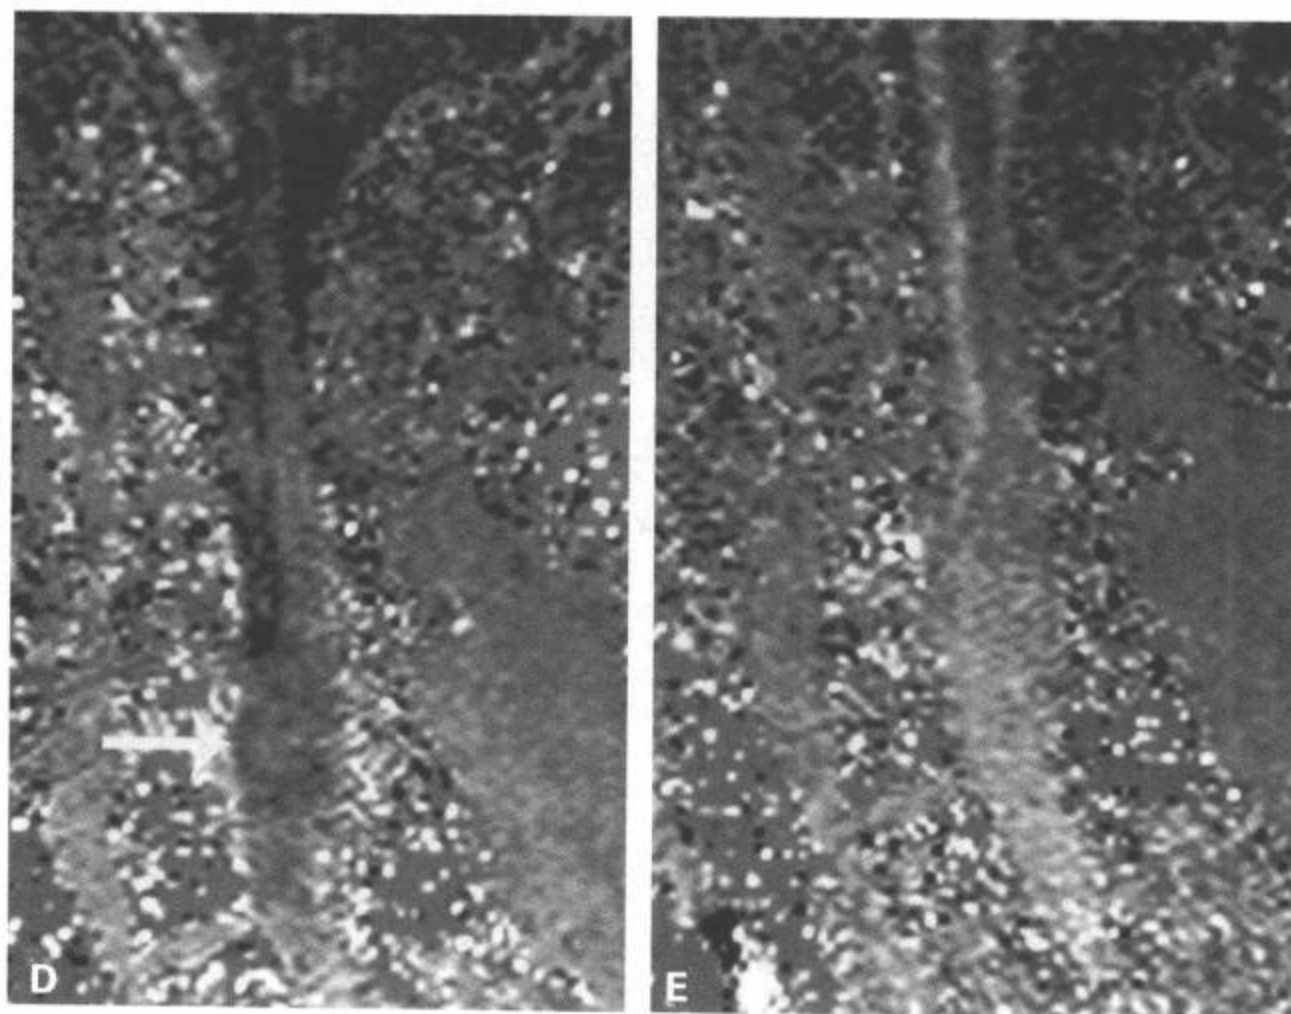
脊髓前部突出。这例遭受T4创伤性损伤的病人7年后出现进展性脊髓病。A: T4水平的CT横断面图像显示T4水平慢性骨折变形伴硬膜外间隙右前侧的一个小骨钉(箭)。这大概是硬膜撕裂的结果。B: T2加权矢状面图像更好地显示了压缩性骨折, 但也显示了损伤水平的脊髓向前部偏斜。此处的鉴别诊断应该是背侧创伤后蛛网膜囊肿压迫脊髓与创伤后脊髓向前突出。横断面T1加权(C)和T2加权梯度回波图像(D)通过显示脊髓经右前侧硬膜缺损突出(箭)最后确定诊断。注意合并的小硬膜外脑脊液聚集。
